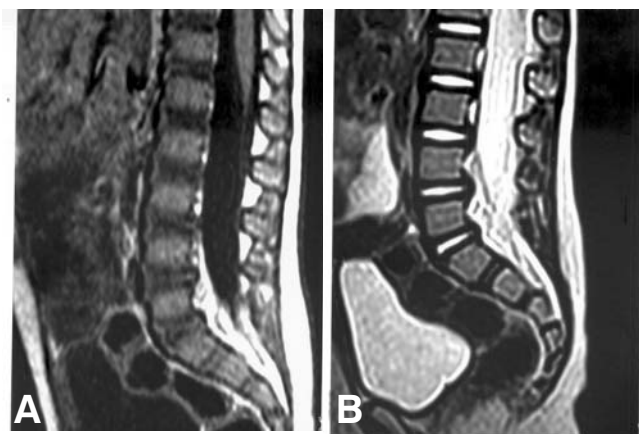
A y B. Imágenes de resonancia magnética en T1 y T2 sagital que demuestran tejido hiperintenso que rodea y comprime el fondo de saco dural que se extiende desde L4.
